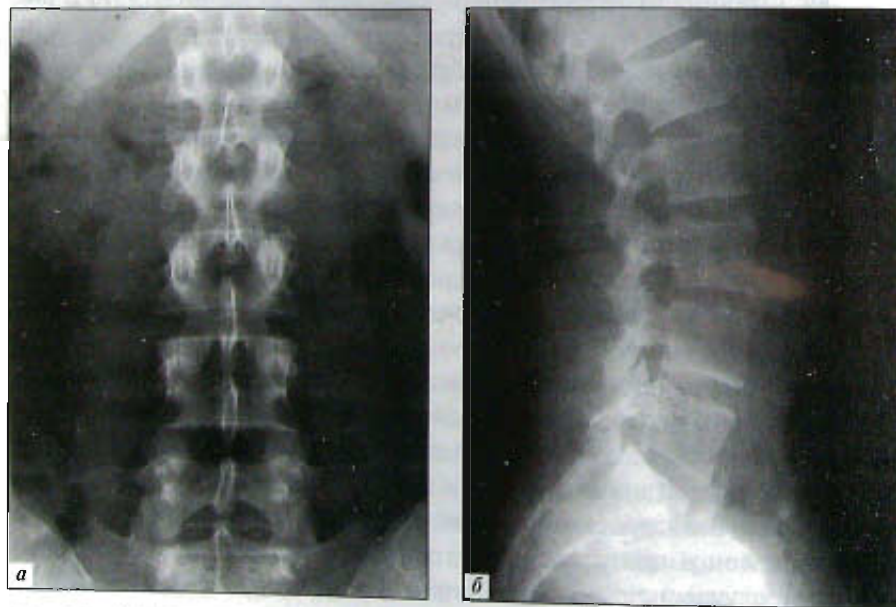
Рентгенограмма поясничного отдела в задней прямой (а) и боковой (б) проекциях.
